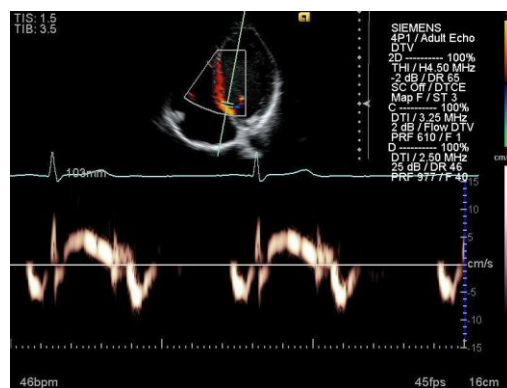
Doppler espectral [43].
